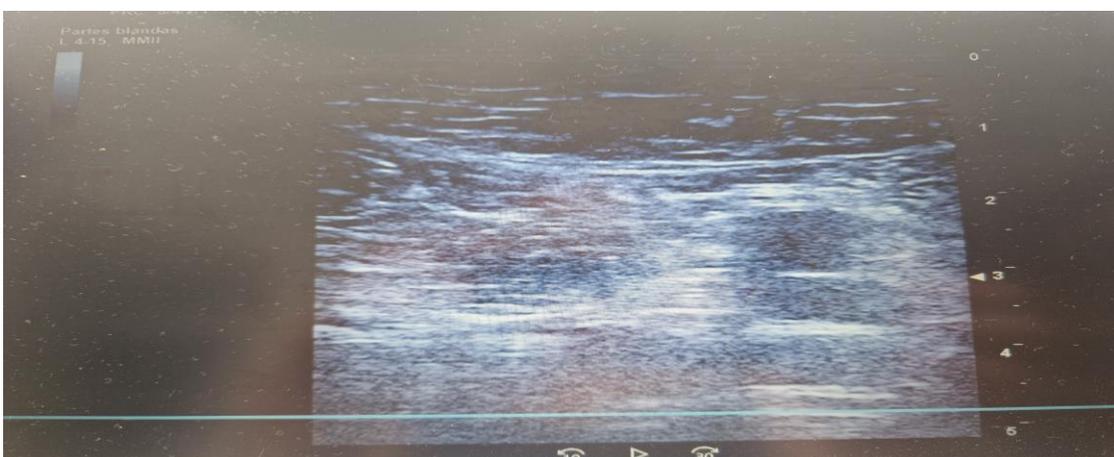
Ecografía de miembro inferior izquierdo realizada con sonda lineal donde se objetiva arteria femoral superficial, la arteria femoral profunda y la vena femoral común.
